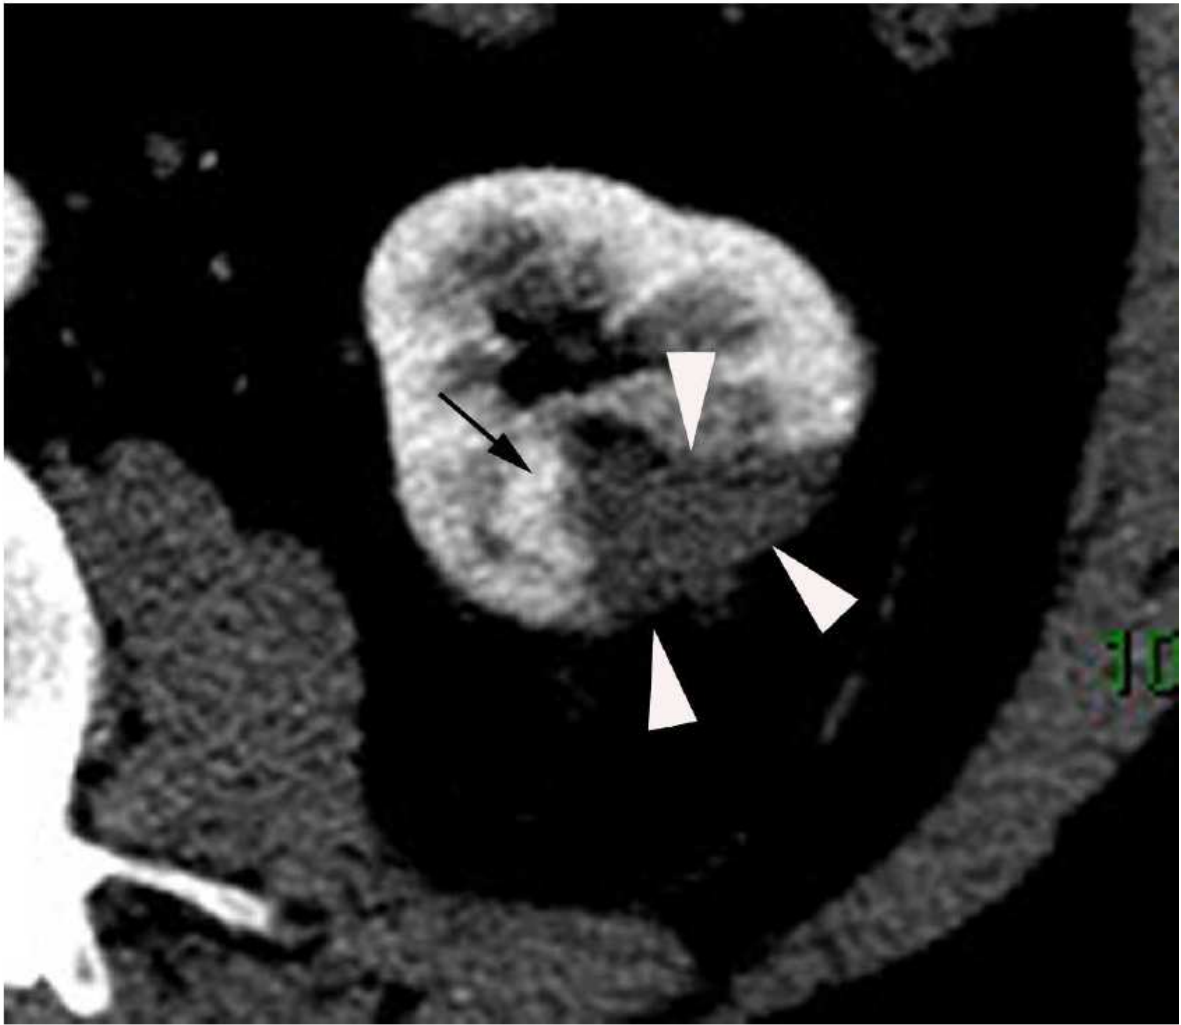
Transverse contrast-enhanced multidetector-row computed tomography images during corticomedullary (fig.6a), and nephrographic (fig.6b) phases after intravenous administration of contrast medium, performed within 24 hours of radiofrequency treatment of renal cell carcinoma. They show peripheral structure displaying the same enhancement characteristics as the renal cortex (arrow). Six-week and reference standard computed tomography examinations (performed 21 months after radiofrequency ablation) showed disappearance of this structure and the absence of local tumor progression.
